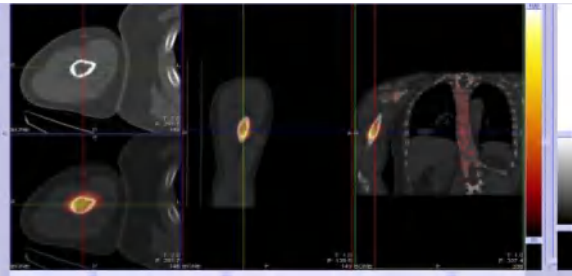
^{99m}Tc-MDP 骨扫描联合 PET-CT 骨融合断层显像可见左上臂放射性异常浓聚
